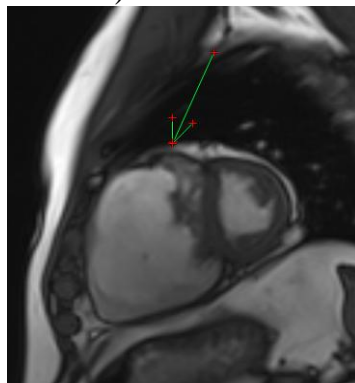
Магнитно - резонансная томография сердца пациента А., 46 лет, дилатация полости правого желудочка, намного превышающая размеры левого желудочка
